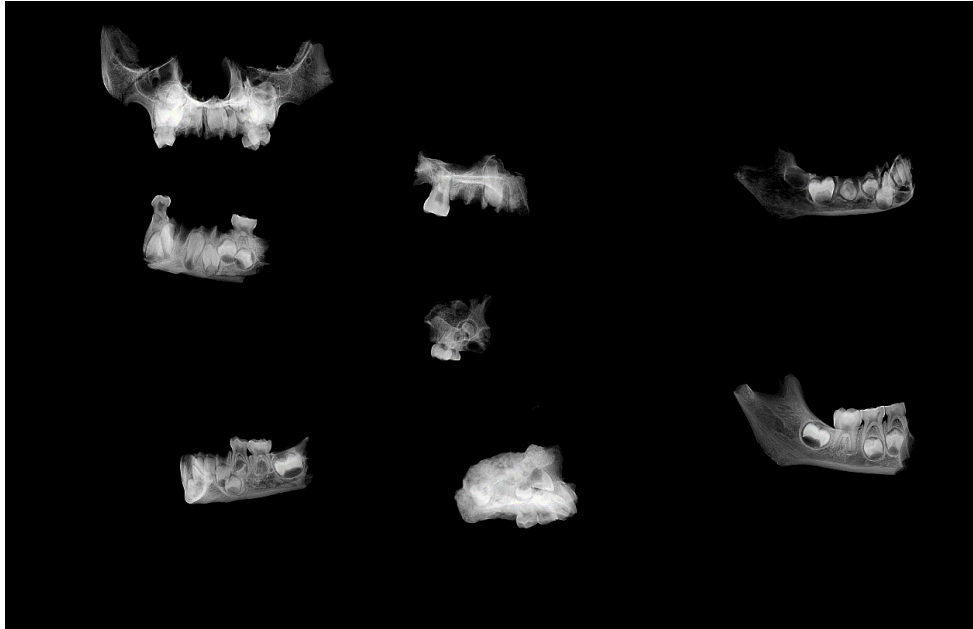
19. radiographie 2D (©Garin Cael, Royal Museum for Central Africa)
